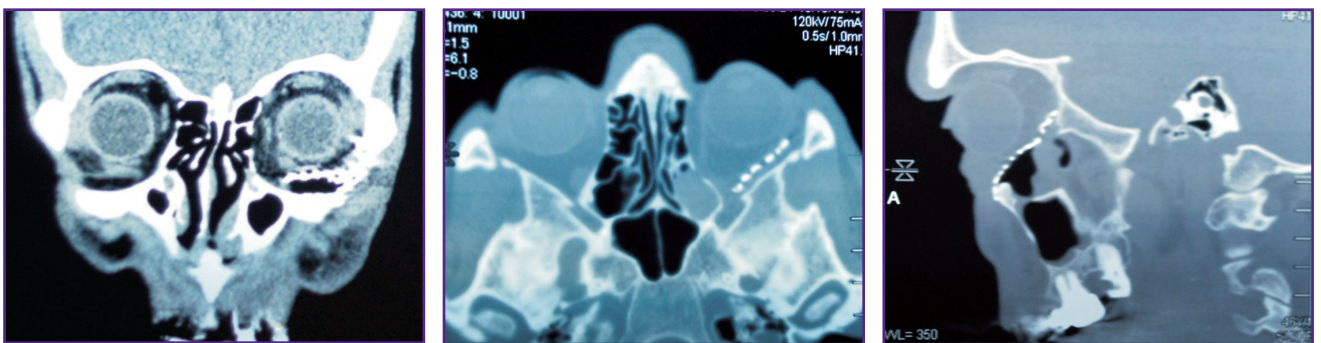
Пациент К. МСКТ черепа после операции (визуализируется титановый имплантат на фронтальном, аксиальном и сагиттальном срезах)
